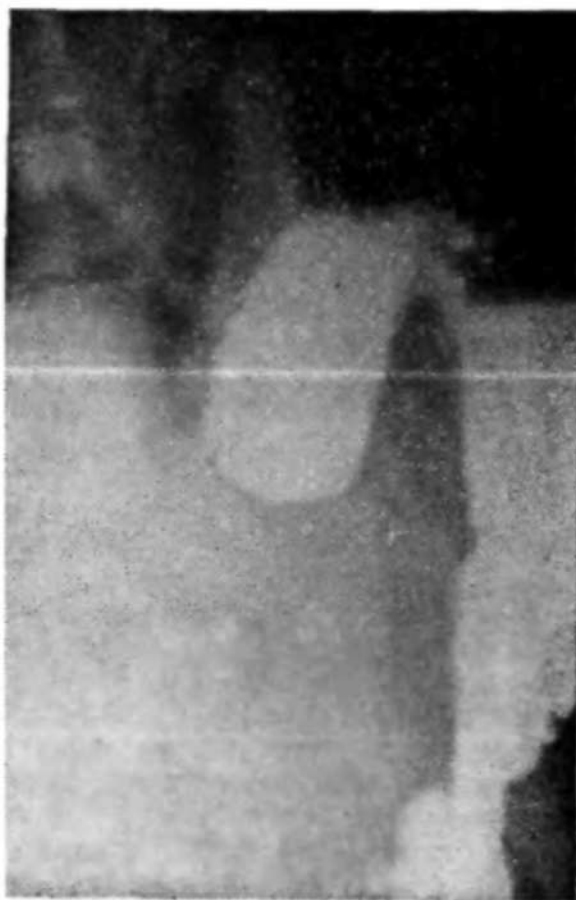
Рентгенограмма больного С. Левосторонняя релаксация диафрагмы. Желудок смещен в грудную клетку, каскадно деформирован.
